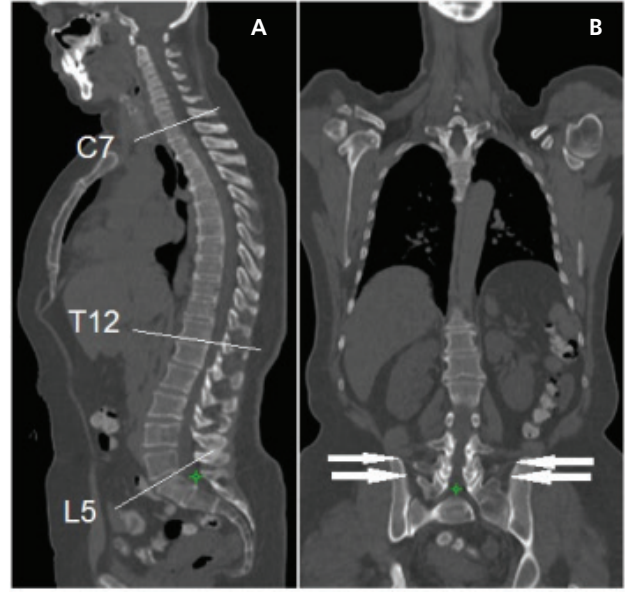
A) Reforme koronal ve B) sagittal bilgisayarlı tomografi görüntülerde S1 lumbarize olguda abdominal aort bifurkasyonu L4-5 intervertebral disk düzeyinde izlenmektedir
